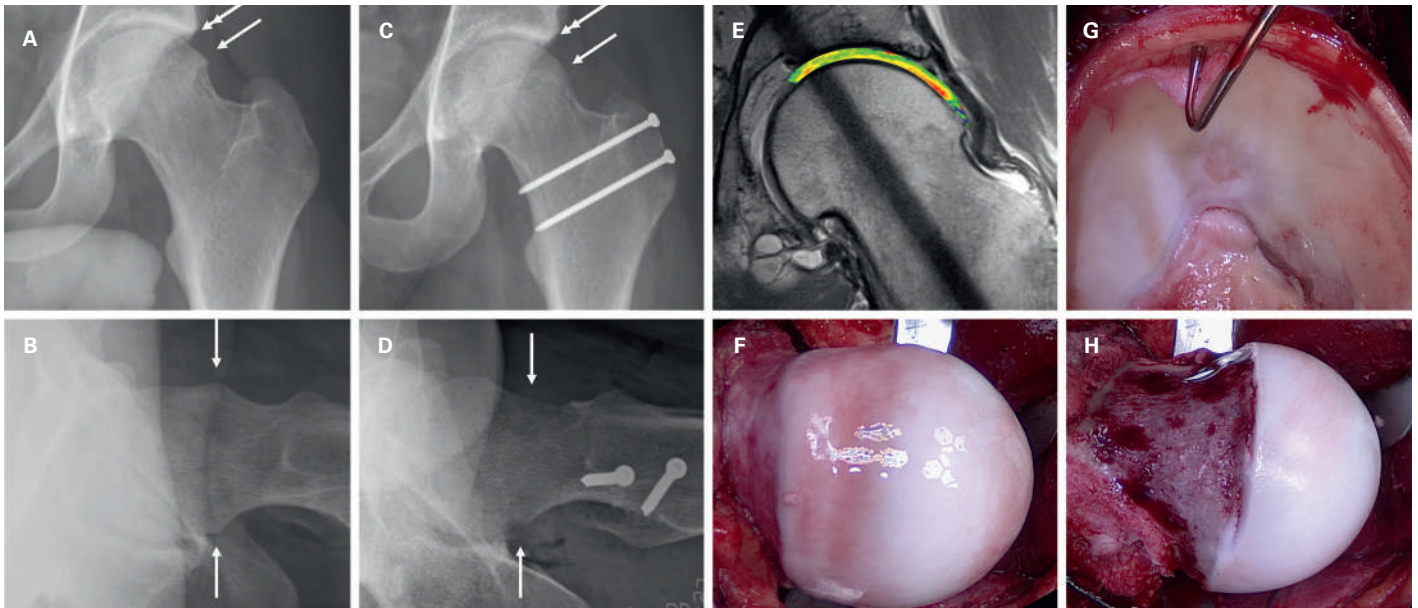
19-jähriger Patient mit femoro-azetabulärem Impingement. A und B: Präoperatives Bild, das die Asphärität des Femurs (einfache Pfeile) und das exzessive Azetabulum (Doppelpfeil) zeigt, die beide chirurgisch korrigiert wurden (C und D). Die präoperative biochemische MRI-Sequenz (E) zeigt bereits einen beträchtlichen Schaden im Gelenk, der mit dem effektiven Befund des Gelenksknorpels korreliert (G). F: Intraoperative Ansicht der Femurkopf-Entrundung mit der entsprechenden Korrektur (H).
